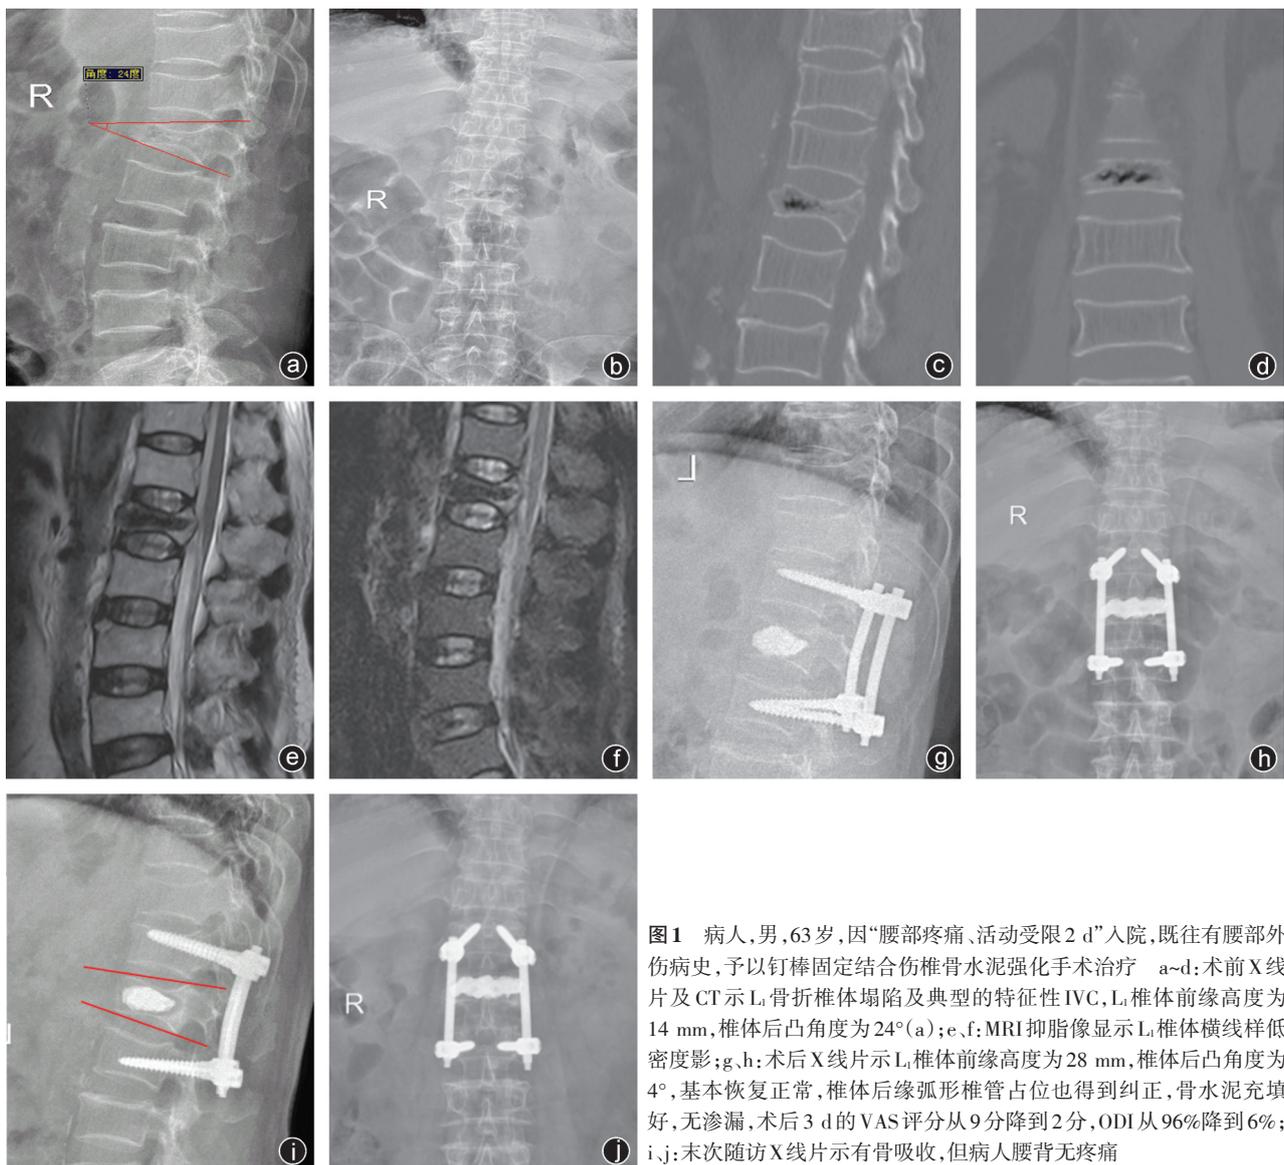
病人,男,63 岁,因“腰部疼痛、活动受限 2 d”入院,既往有腰部外伤病史,予以钉棒固定结合伤椎骨水泥强化手术治疗 a~d:术前 X 线片及 CT 示 L₁骨折椎体塌陷及典型的特征性 IVC,L₁椎体前缘高度为 14 mm,椎体后凸角度为 24°(a);e,f: MRI 抑脂像显示 L₁椎体横线样低密度影;g,h: 术后 X 线片示 L₁椎体前缘高度为 28 mm,椎体后凸角度为 4°,基本恢复正常,椎体后缘弧形椎管占位也得到纠正,骨水泥充填好,无渗漏,术后 3 d 的 VAS 评分从 9 分降到 2 分,ODI 从 96%降到 6%;i,j: 末次随访 X 线片示有骨吸收,但病人腰背无疼痛
